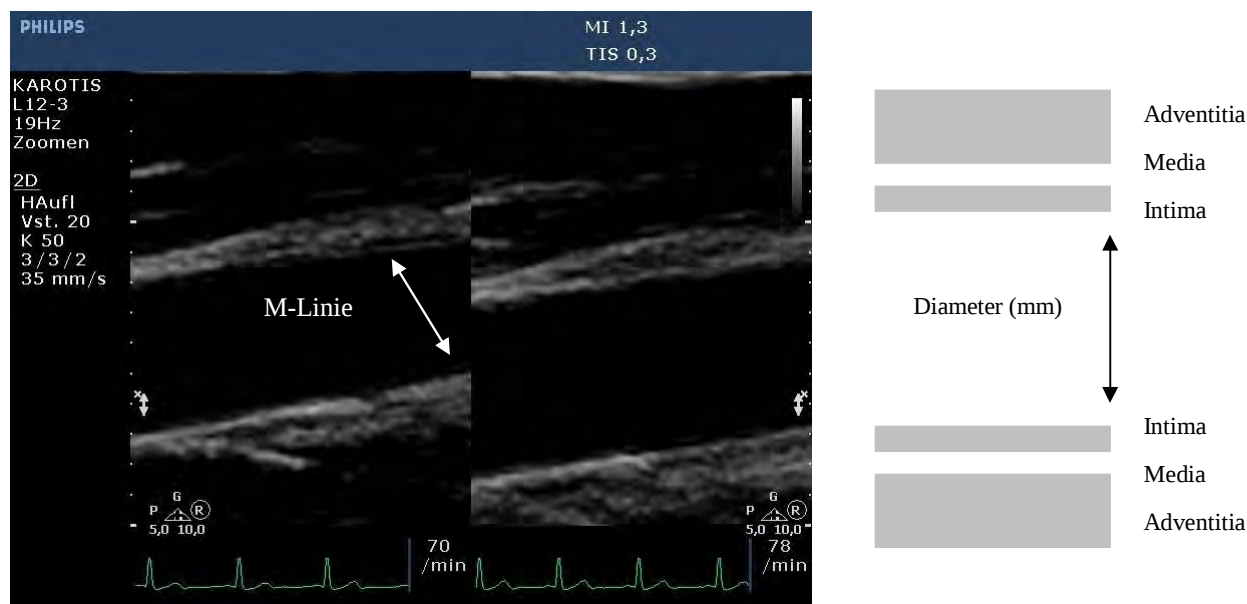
Sonographische Darstellung der A. brachialis im Längsschnitt
